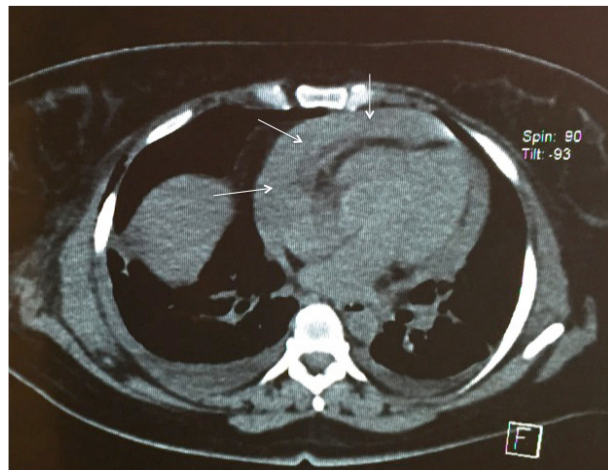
TAC de tórax. Las flechas indican el derrame pericárdico.
